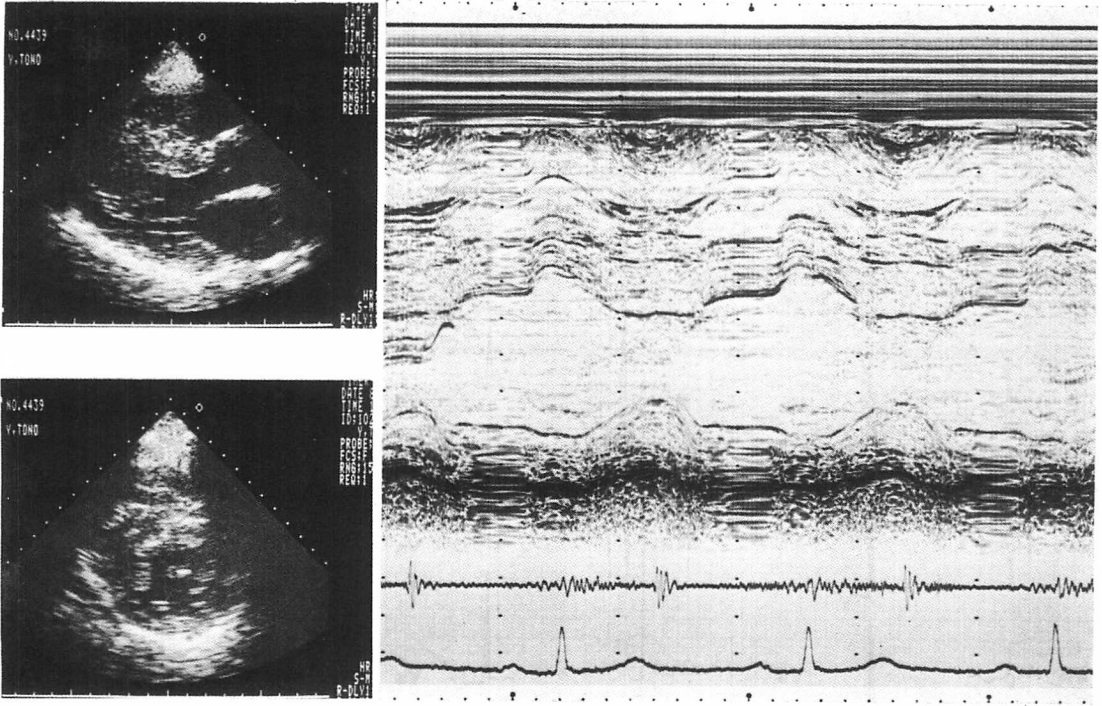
Echocardiogram of Case 1.
